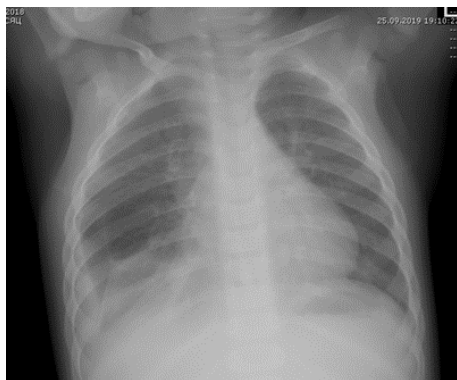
Рентгенография от 25.09.19 – уменьшение размеров лобарной эмфиземы и правосторонний плеврит.
